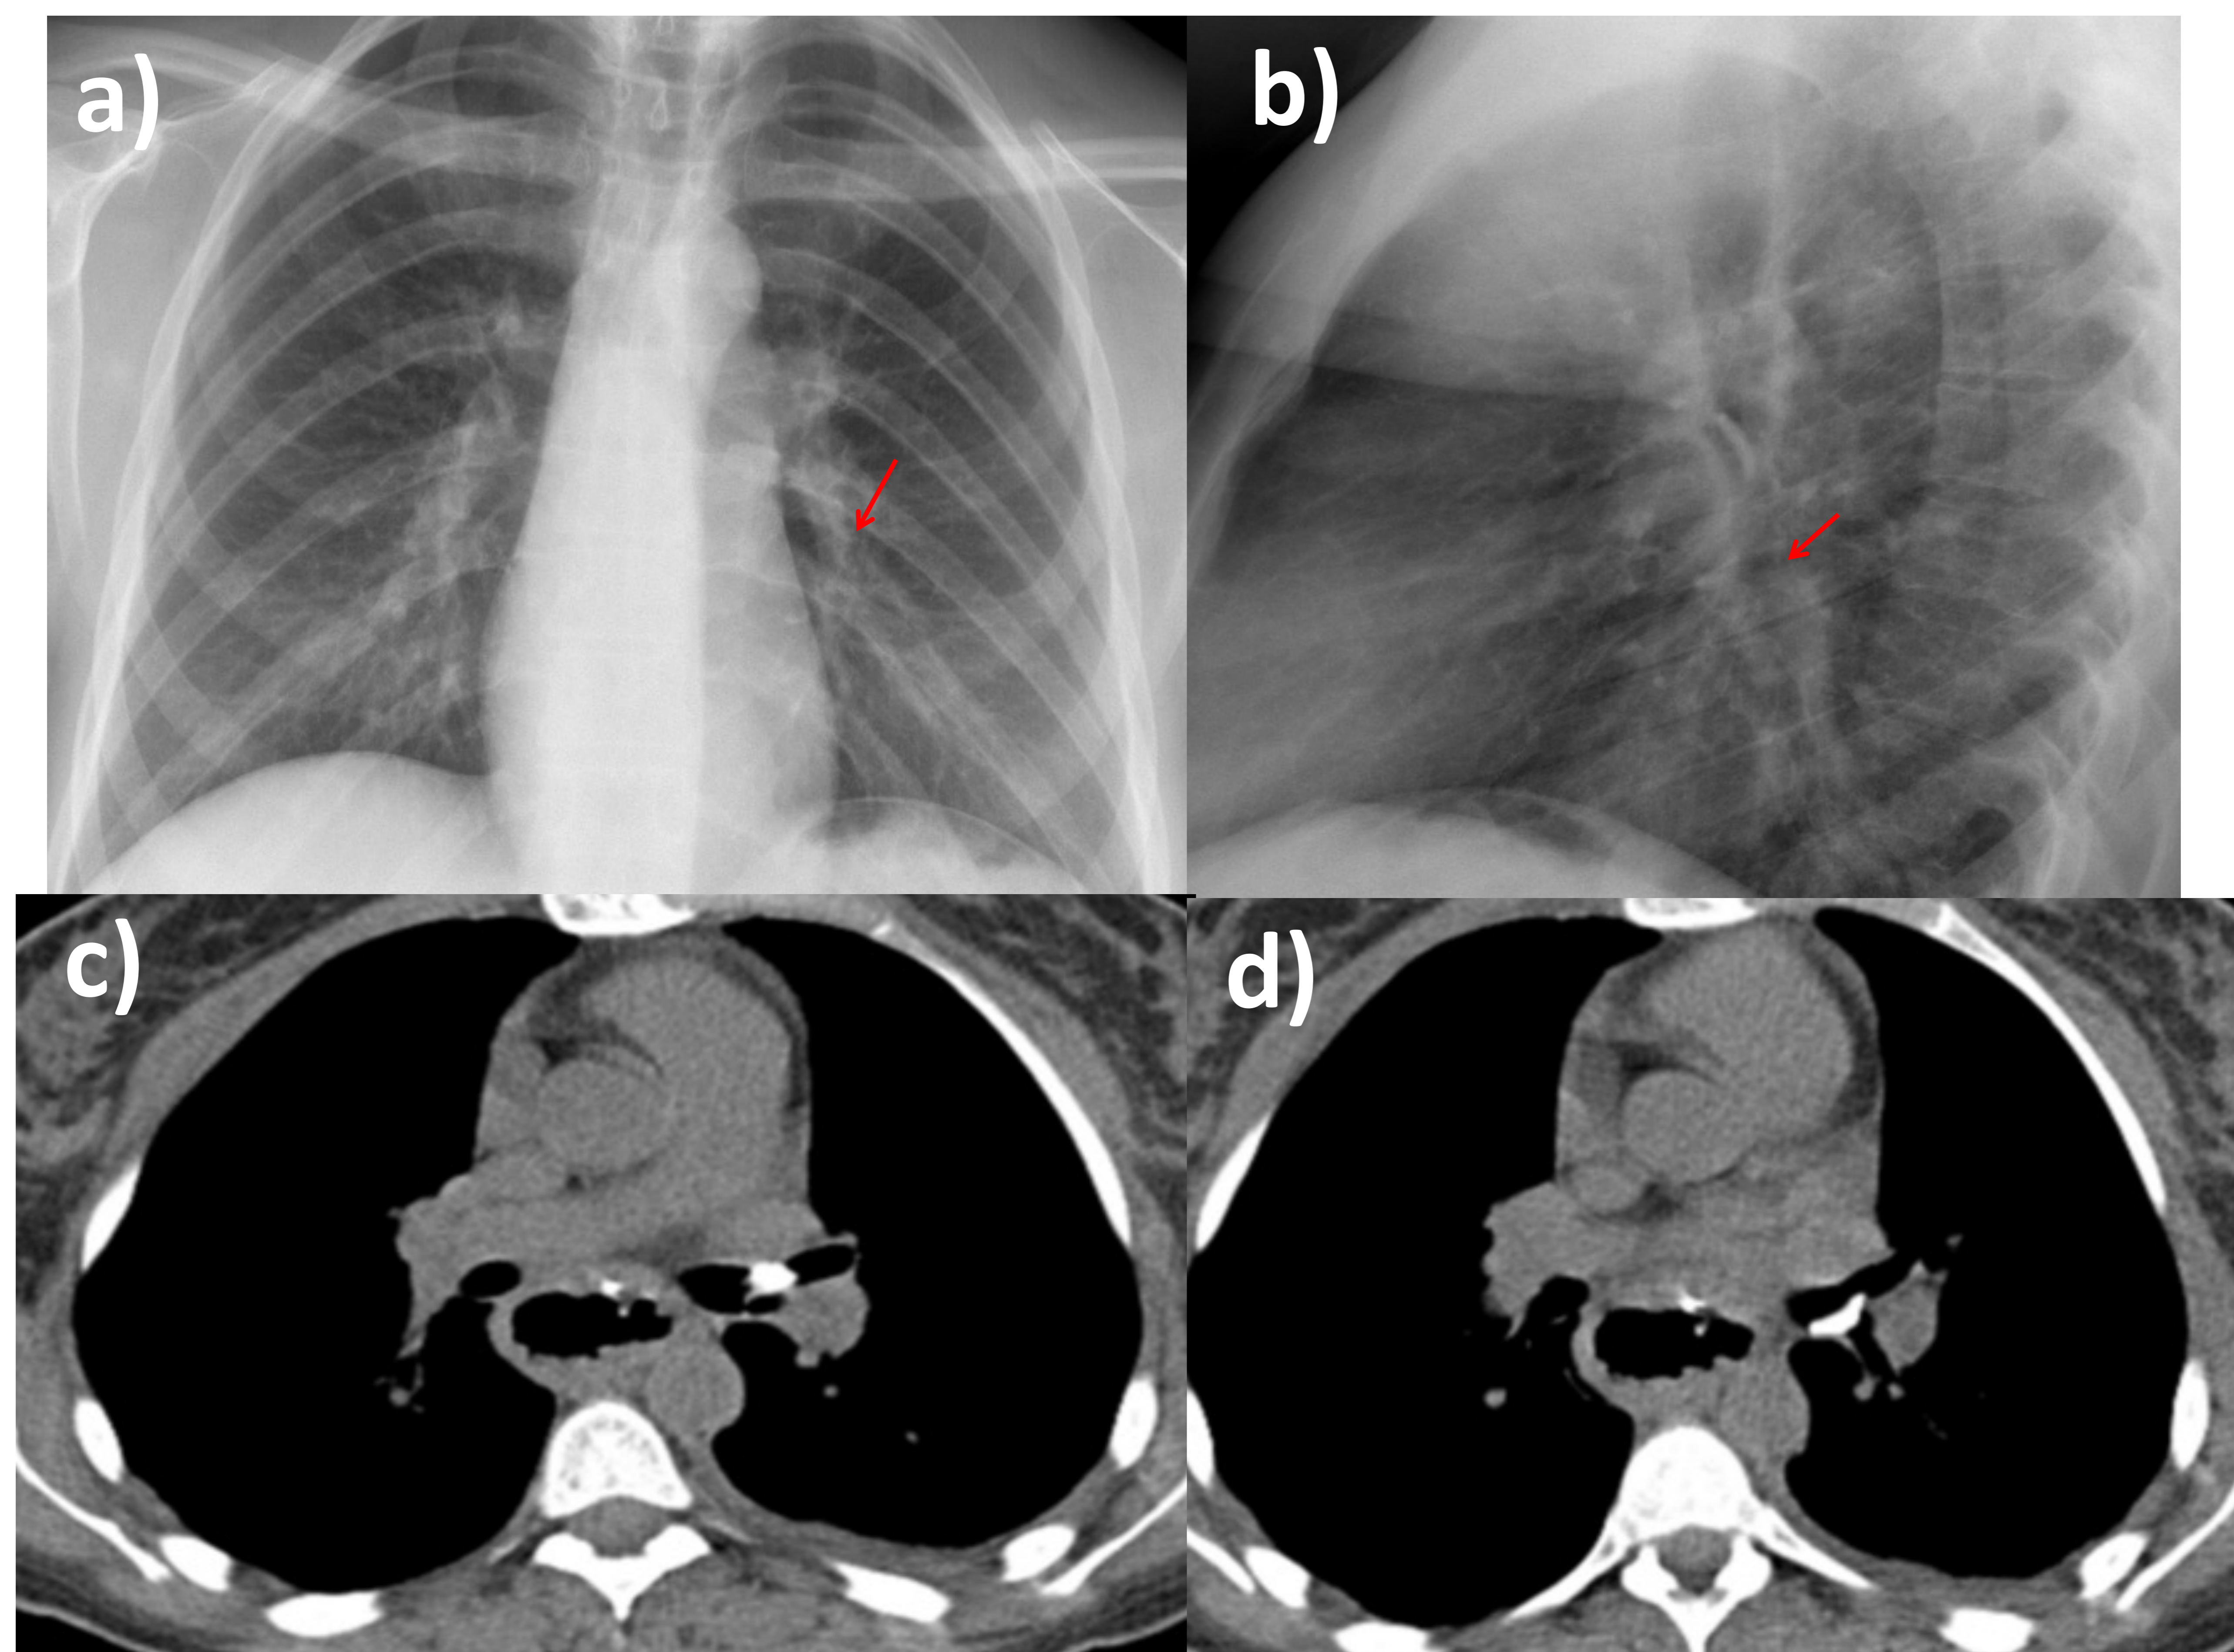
En la radiografía simple (a y b) se aprecia imagen densa en el bronquio principal izquierdo (flechas rojas). TC de tórax sin contraste intravenoso en el que se observan imágenes de alta densidad una en el origen del bronquio lobar superior izquierdo (c) y en el bronquio lobar inferior izquierdo (d). Se consiguió extraerlos mediante broncoscopia.
